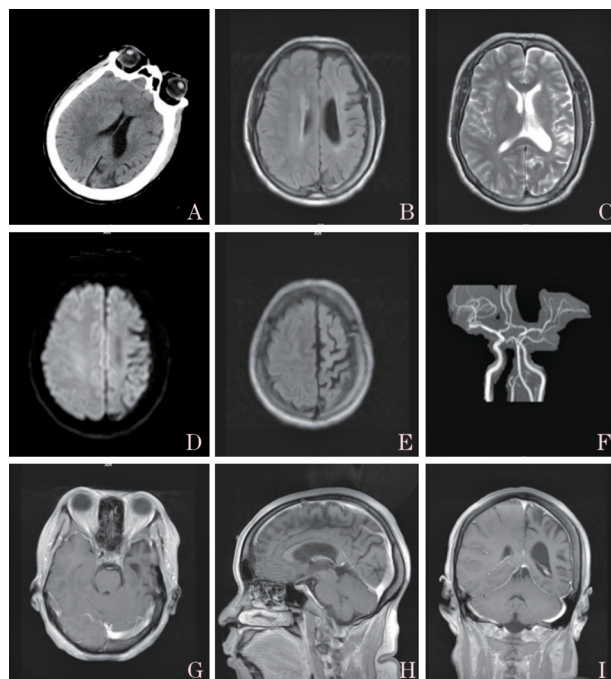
头颅影像学检查 A为头颅CT, 可见左侧颞顶叶萎缩, 侧脑室扩大; B为MRI T₁WI; C为MRI T₂WI, 可见左侧侧脑室萎缩明显, 左侧颅骨板障明显增厚; D为DWI; E为Flair; F为MRA; G~I为增强MRI T₁WI, 左侧小脑半球后下表面可见一增粗静脉影, 左侧软脑膜可见强化, 硬脑膜较右侧增厚。
